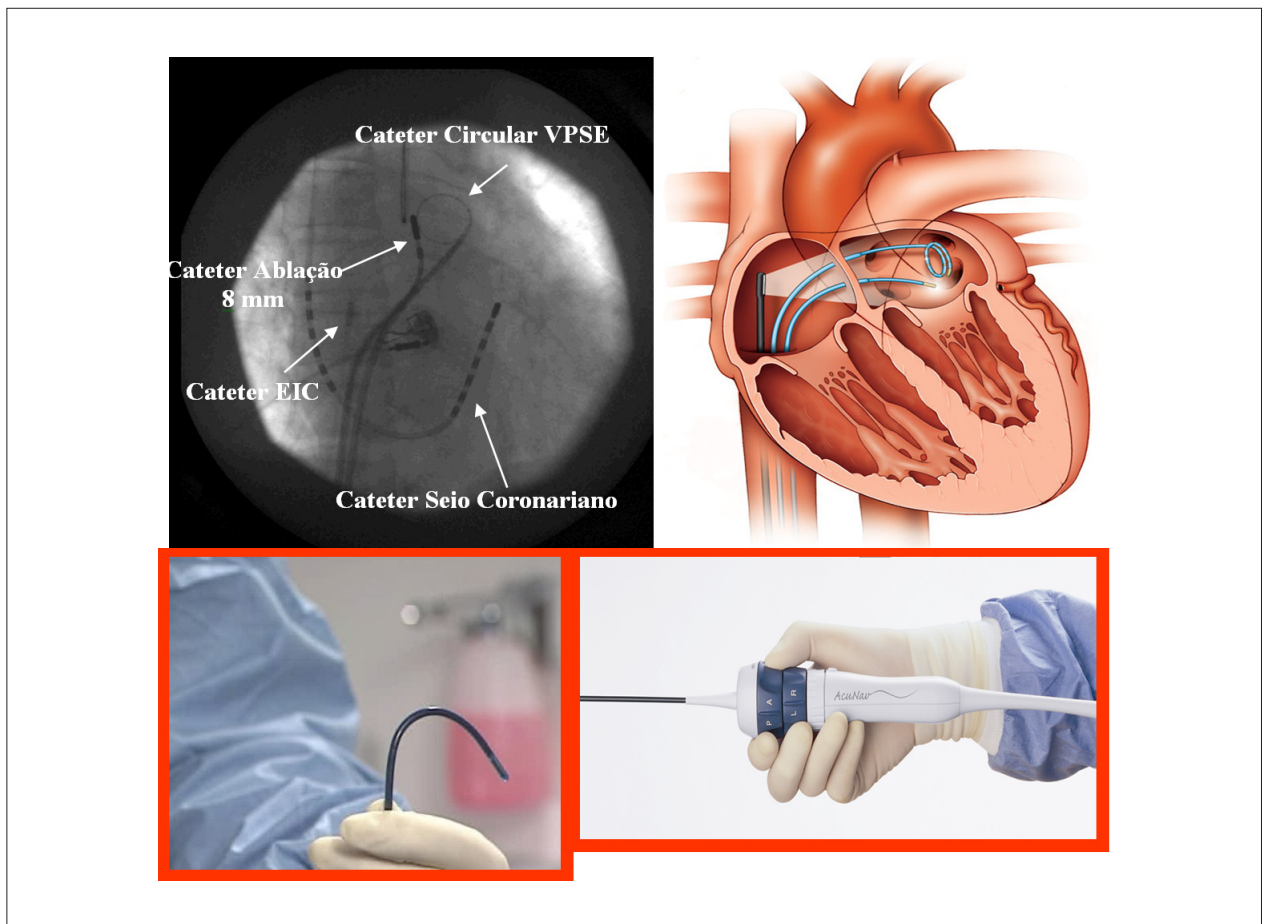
Posicionamento de sonda do ecocardiograma intracardiaco (EIC) no átrio direito através de fluoroscopia (à esquerda). Visualização esquemática (à direita). Manipulação de sonda EIC (abaixo).
